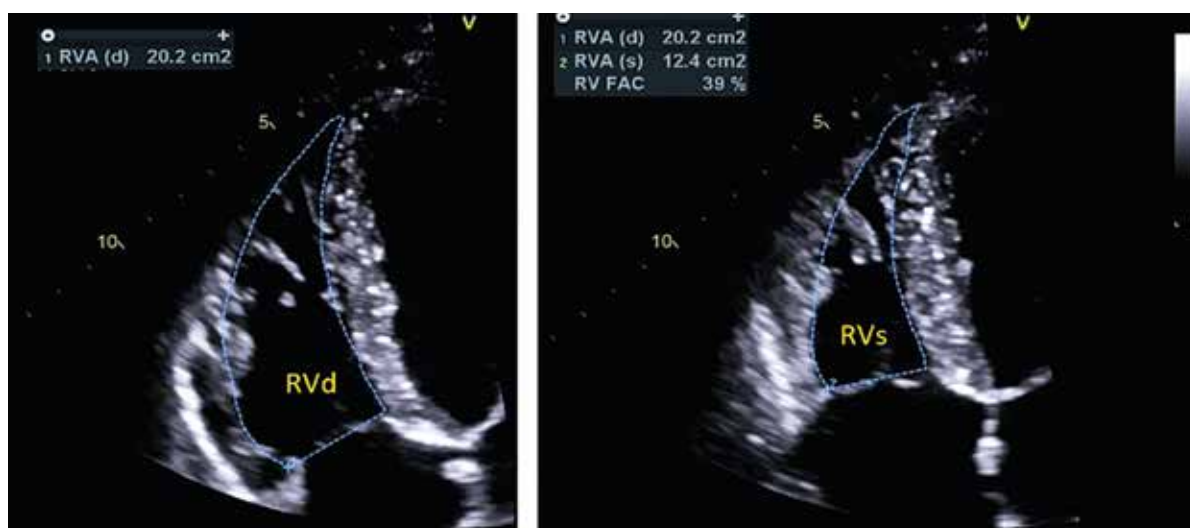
Эхокардиограммы апикальной 4-камерной позиции: измерение площади правого желудочка в диастолу (RVd) и систолу (RVs) для вычисления фракционного изменения площади
